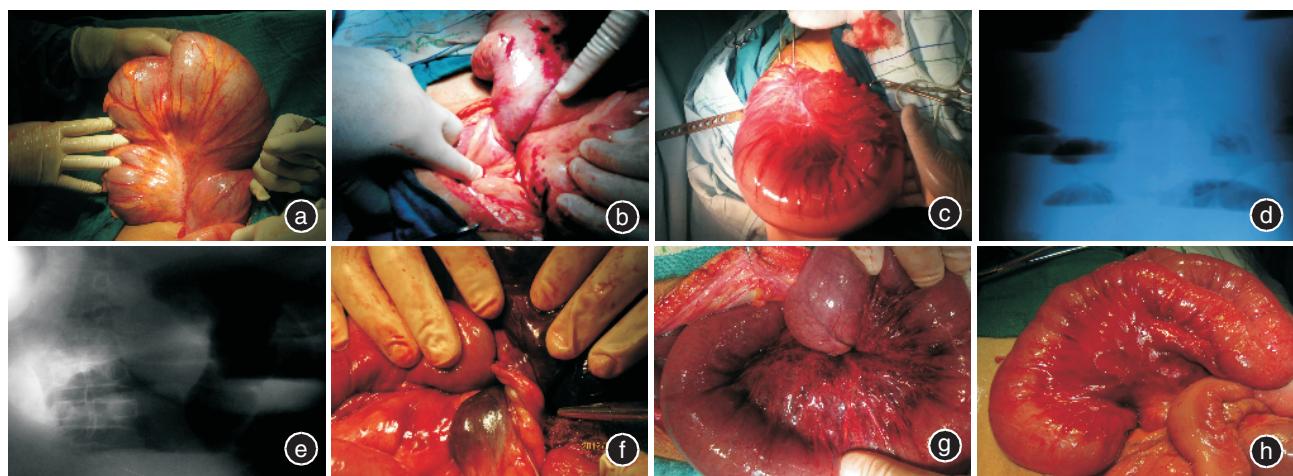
本组典型病例腹部X线和术中所见图片 a.术中见乙状结肠扭转; b.术中见腹股沟疝粘连导致全小肠扭转;c.术中见系膜粘连致横结肠扭转;d.腹膜炎致小肠扭转的腹部X线片; e.乙状结肠扭转腹部X线片; f.术中见末端回肠系膜裂孔疝致小肠扭转坏死; g.术中见小肠扭转复位前缺血改变; h.术中小肠扭转复位后再灌注表现
